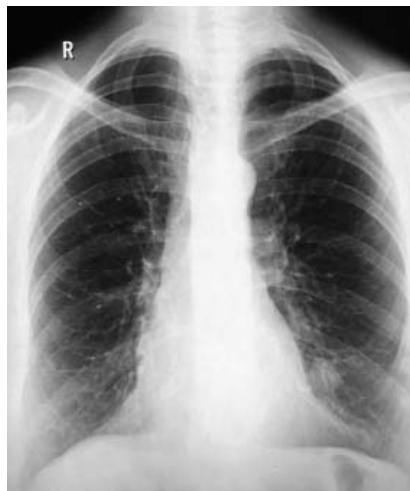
Рентгенограмма ОГК от 05.10.2017: средостение расположено срединно. В нижней доле левого легкого на фоне сетчатого пневмофиброза определяются субплеврально расположенные округлые тени диаметром в S_{IV} — 20 мм, в S_{VIII} — 12 мм, в S_{VI} — 15 мм. В S_V и S_{II} справа подобные тени диаметром около 8,5 мм. Корни структурны. Сердце — возрастная норма. Синусы свободны
